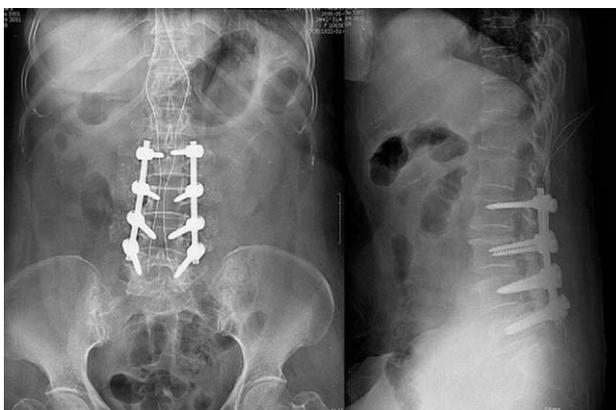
Postoperative anteroposterior and lateral plain radiographs show posterior decompression and instrumented posterolateral fusion for spinal stenosis.
